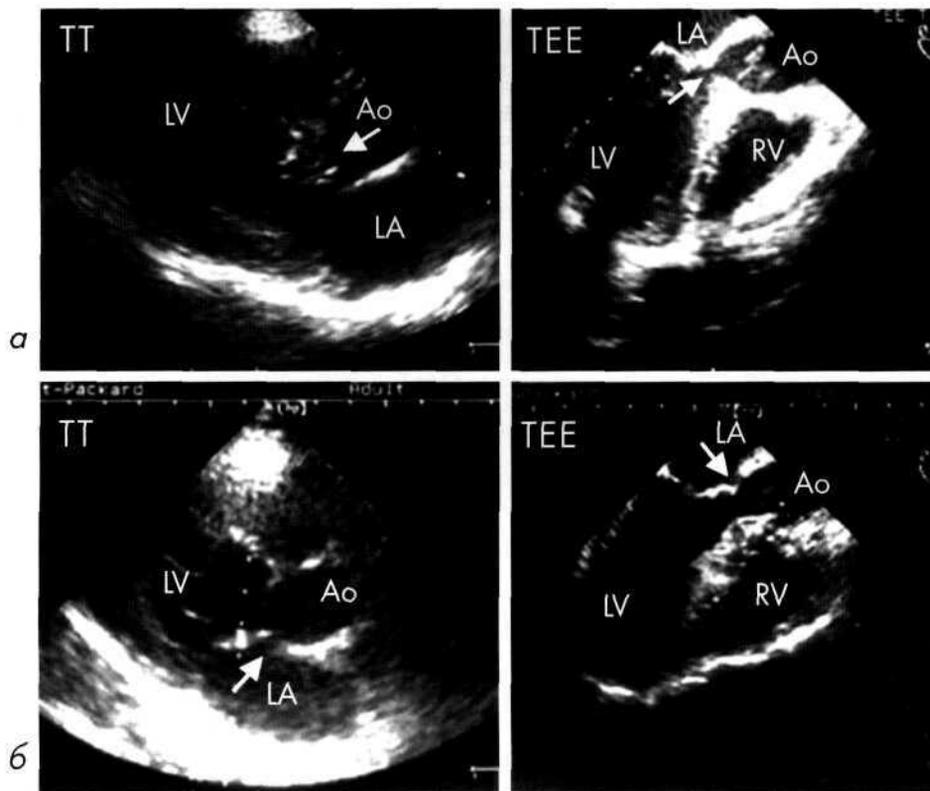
Трансторакальная (ТТ) и трансэзофагеальная (ТЭЕ) эхокардиограмма до (а) и после (б) коррекции субаортального стеноза.
